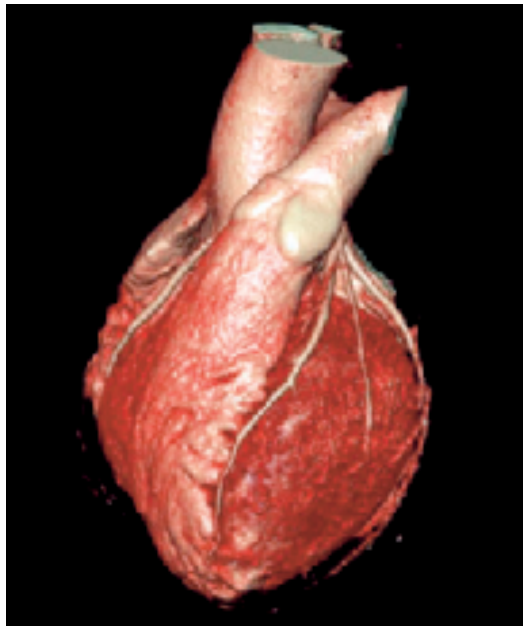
Dreidimensionale Darstellung der 64-Zeiler-Herz-CT zur Untersuchung der Koronararterien bei einer 53jährigen Frau mit rezidivierenden atypischen Thoraxschmerzen und den kardiovaskulären Risikofaktoren Adipositas und Hypercholesterinämie.
